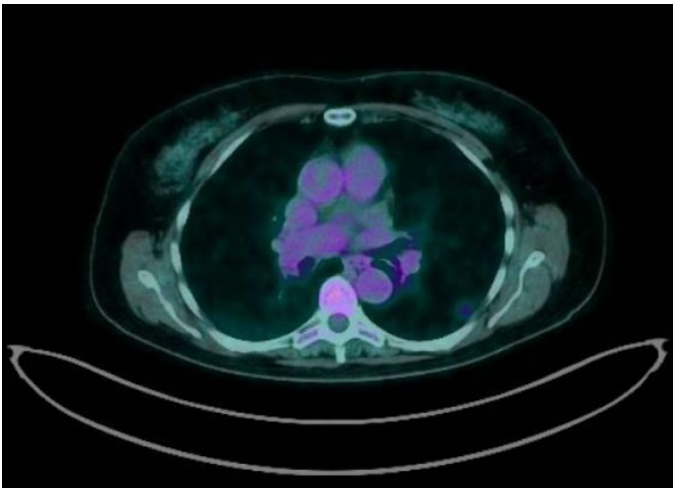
Corte transversal de PET-TC a nivel torácico que muestra un nódulo pulmonar hipermetabólico de 12mm en LII. No se observan otros hallazgos sugerentes de lesiones neoplásicas macroscópicas o de alto grado metabólico.
